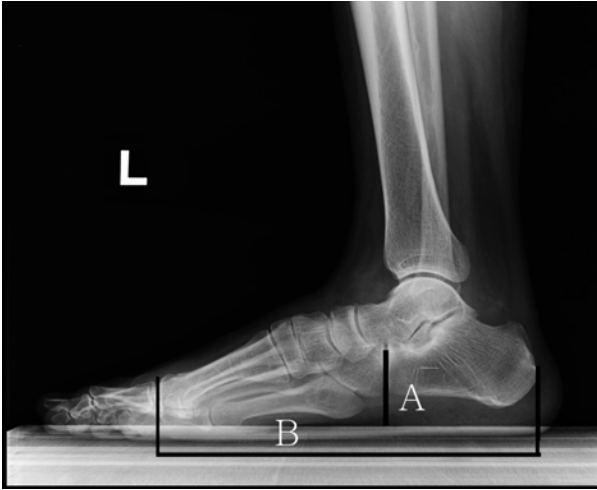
Standing lateral radiograph showing talar head height (A) and arch length (B).
